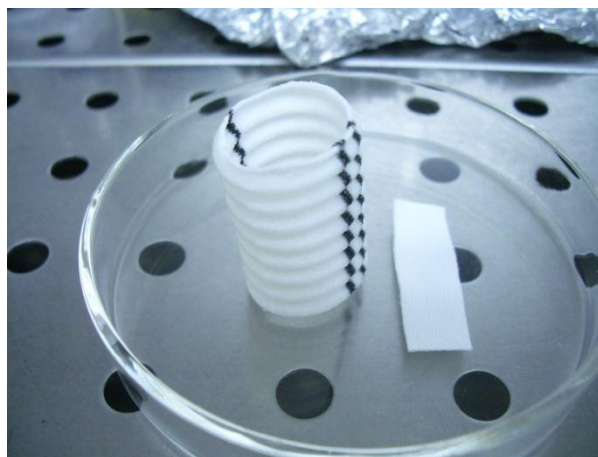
Prothesenmaterial aus Polyethylenterephthalat (PET): links Rohrprothese zum Aortenersatz, rechts Patchmaterial zur Einnah in die Gefäßwand
